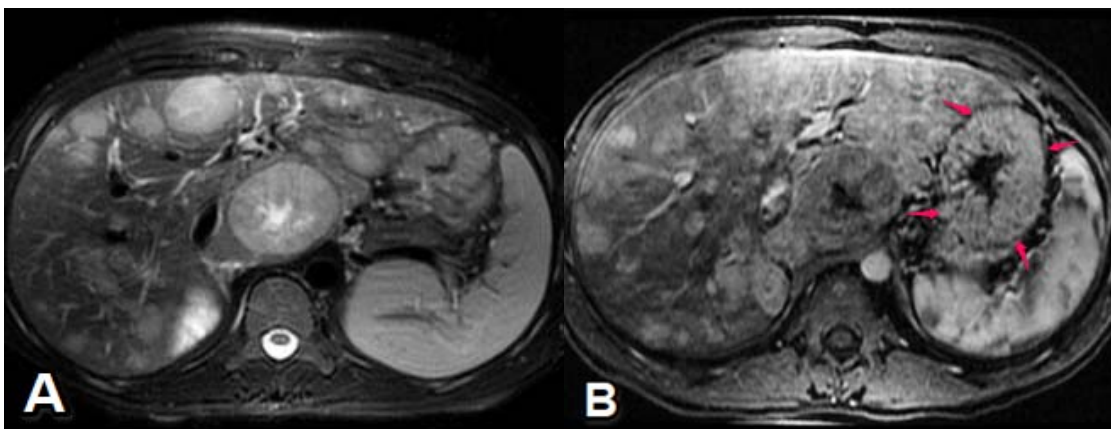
IRM d'un garçon de 16 ans diagnostiqué de gastrinome métastatique [19].
